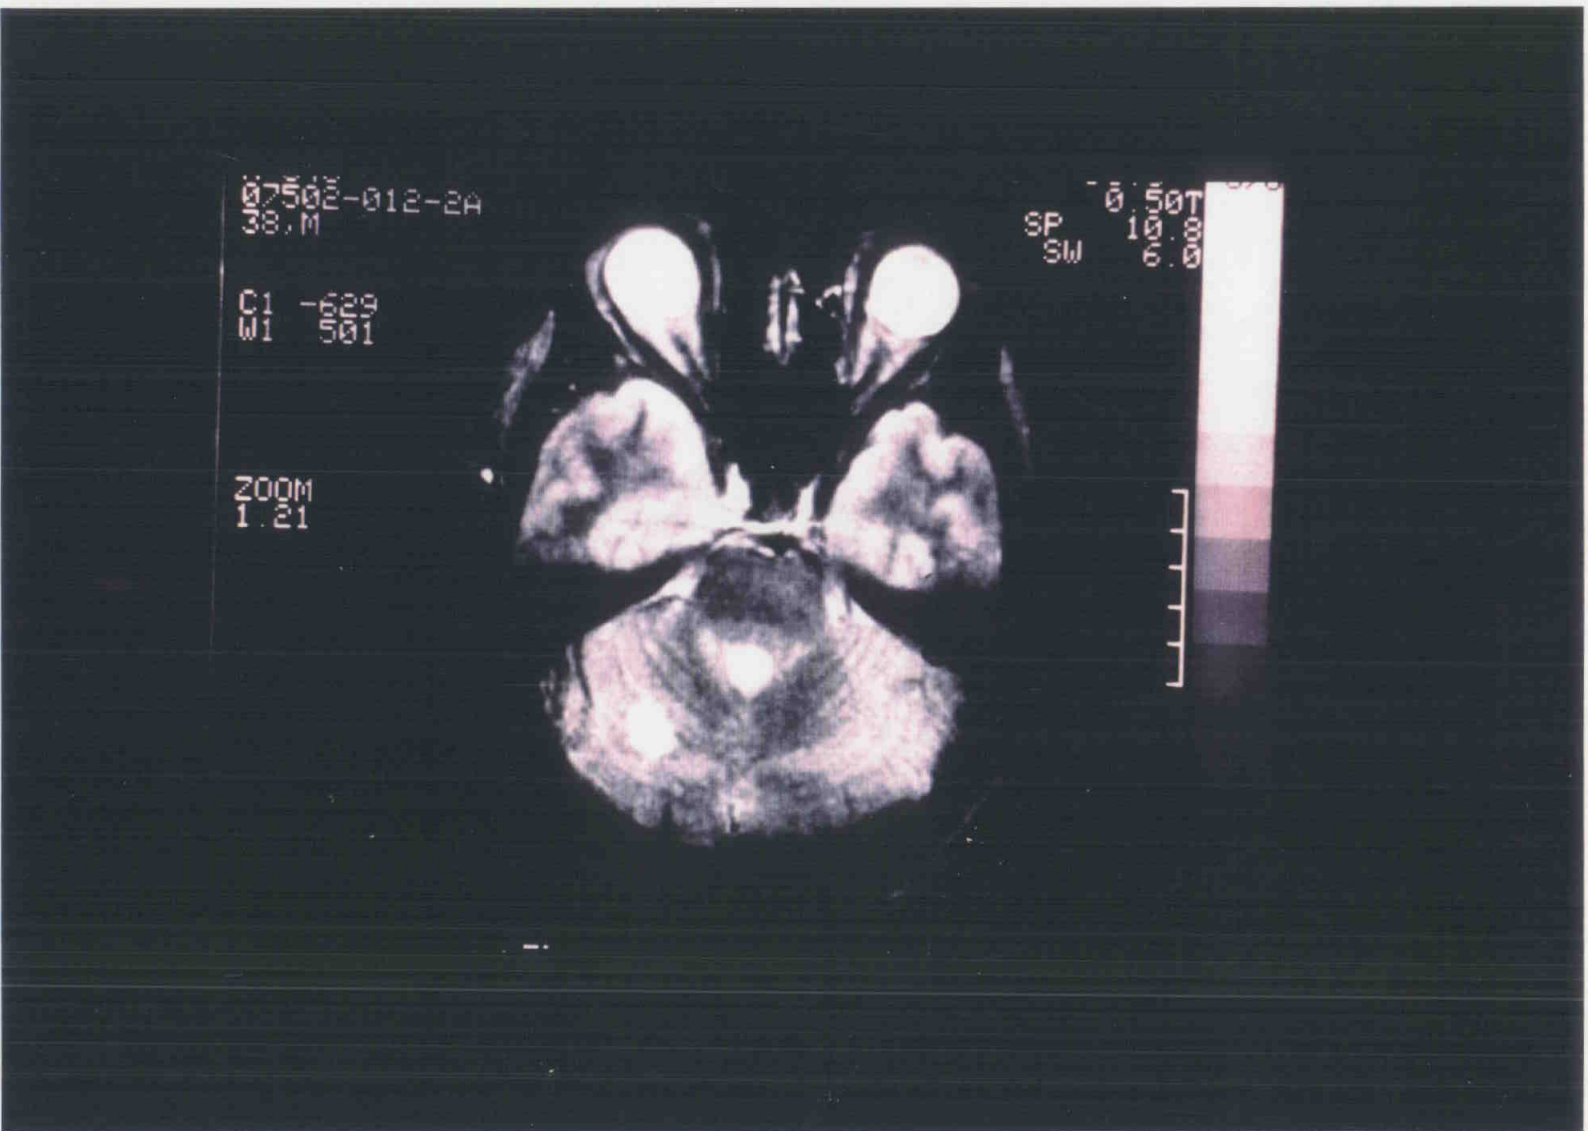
RM en un paciente con afección del SNC. Lesiones hiperintensas en T2.
